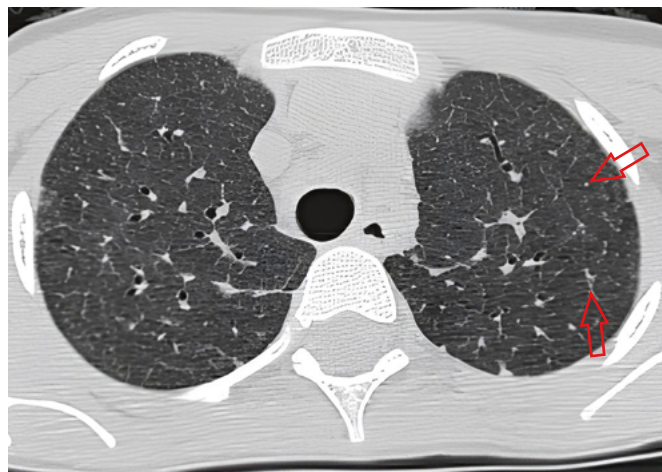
Компьютерная томограмма девочки Э., январь 2018 г. Вторичная легочная долька. Междольковый интерстиций утолщен, визуализируется центрилобулярный очаг размером 2 мм (изменения обозначены стрелками)
